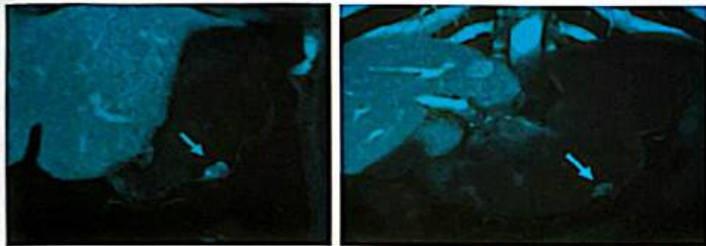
Tomografia Computadorizada com o método de preenchimento com água do estômago. Reformatações tridimensionais.
